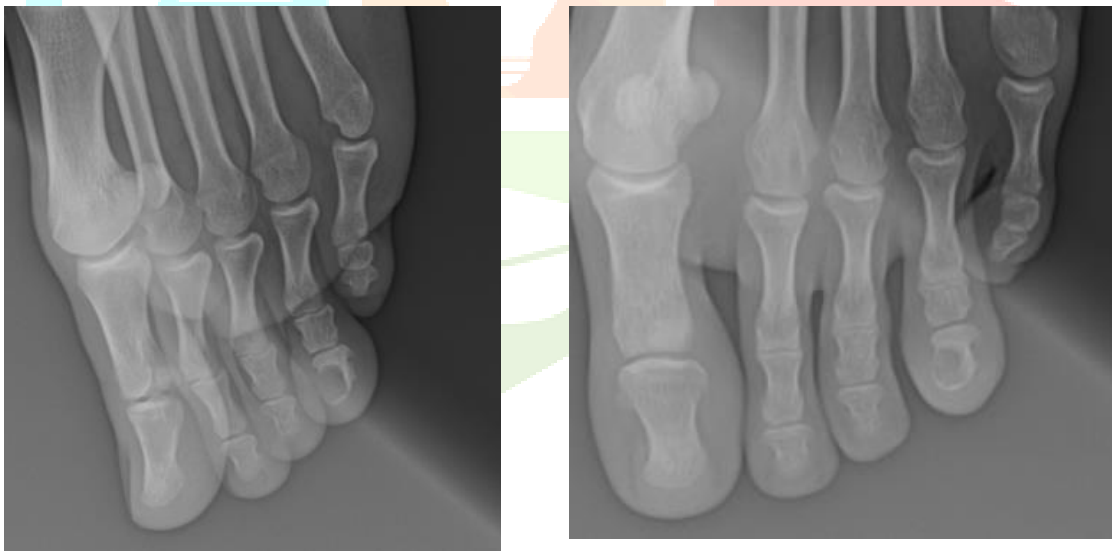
radiographie standard du pied gauche montrant une lésion ostéolytique (Lodwick 1c) de la phalange distale du 4^{ème} orteil gauche
